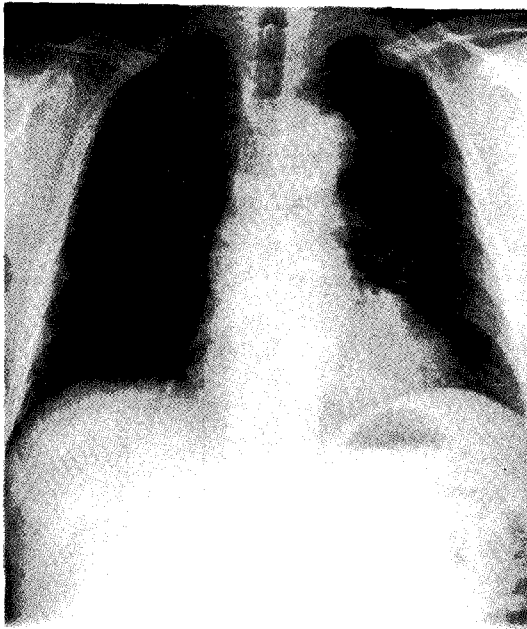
Chest PA and CT on admission show poorly defined infiltration in LLL.
